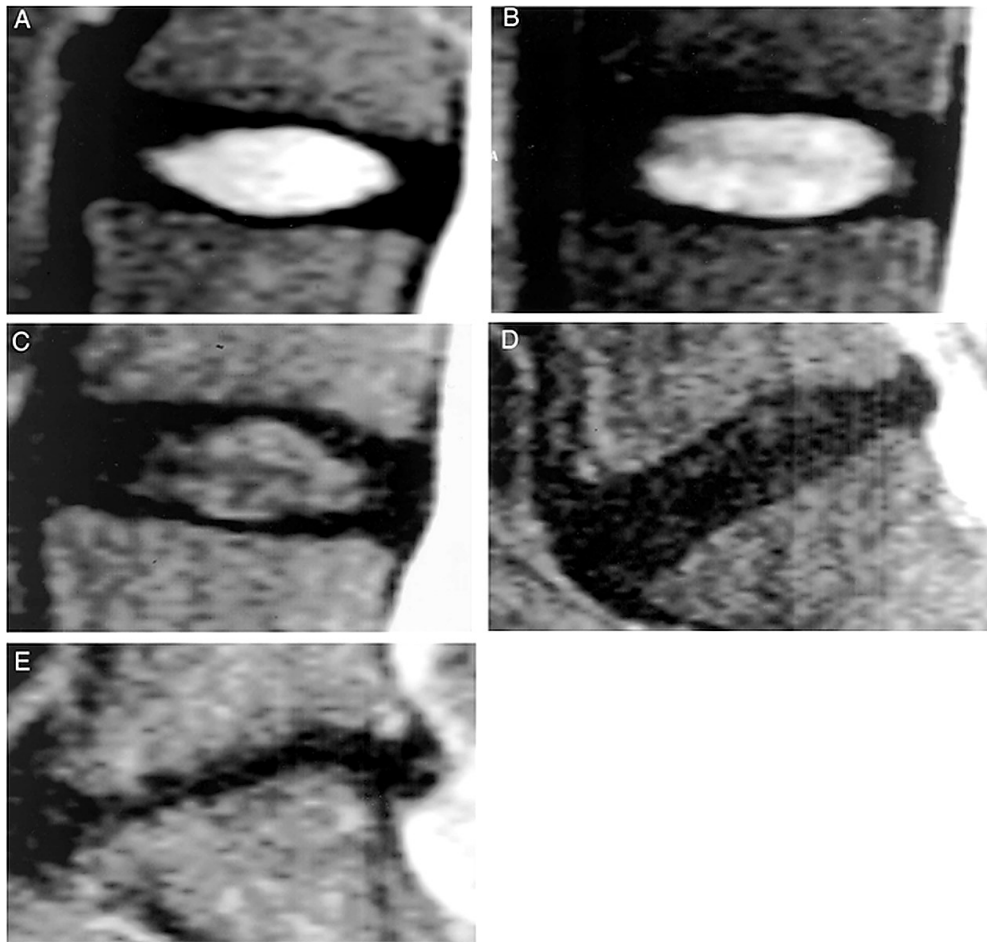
Classificazione di Pfirrmann: gradi I-V della degenerazione discale lombare in sequenze T2- pesate sul piano sagittale. A=Grado I (segnale iperintenso omogeneo, disco normale); B=Grado II (iperintenso con possibili bande orizzontali); C=Grado III (segnale intermedio, distinzione NP-AF incerta); D=Grado IV (ipointenso, distinzione NP-AF persa, altezza ridotta); E=Grado V (completamente ipointenso, spazio discale collassato). Pfirrmann CWA et al. *Magnetic resonance classification of lumbar intervertebral disc degeneration. Spine. 2001;26(17):1873-1878.*
